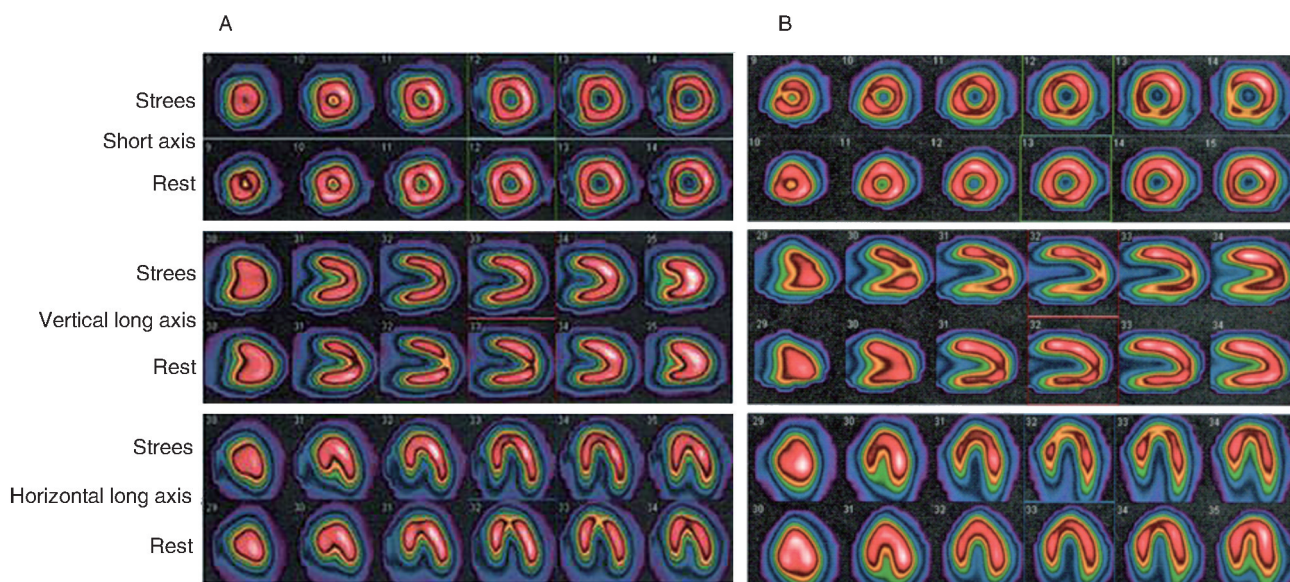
ATP 负荷 ^{99m}Tc -MIBI 门控心肌 SPECT 显像
